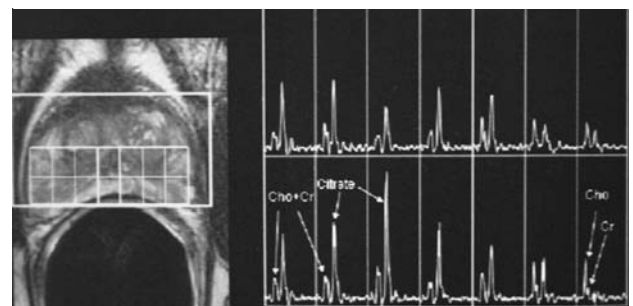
МР-томография по химическим сдвигам (CSI – Chemical Shift Imaging). Рак левой доли предстательной железы. Снижение сигнала (концентрации) цитрата и повышение от холина и креатина в опухоли (левые сегменты). (Hulse P., Carrington B., 2004).
